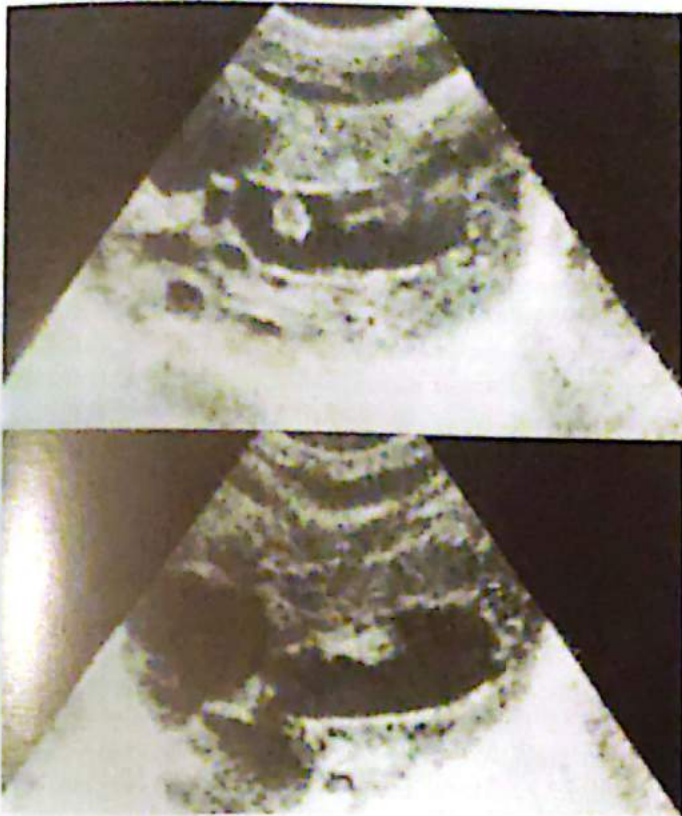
Ecografía neonatal del caso mostrando la tumoración pediculada adherida al SIV. Rbdomioma.
